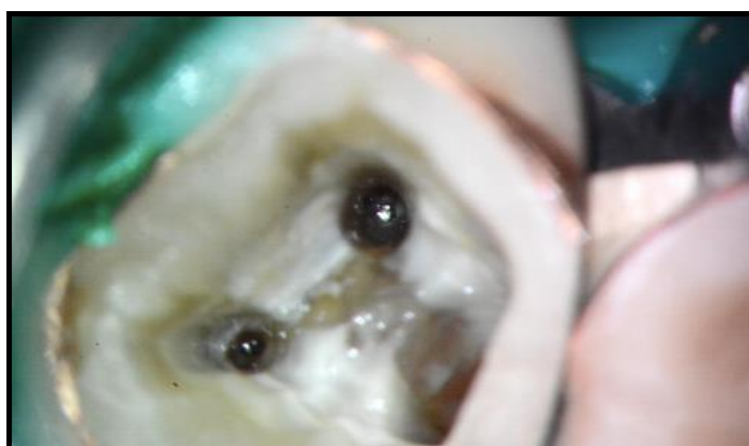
inserts ultrasonores. [75]
